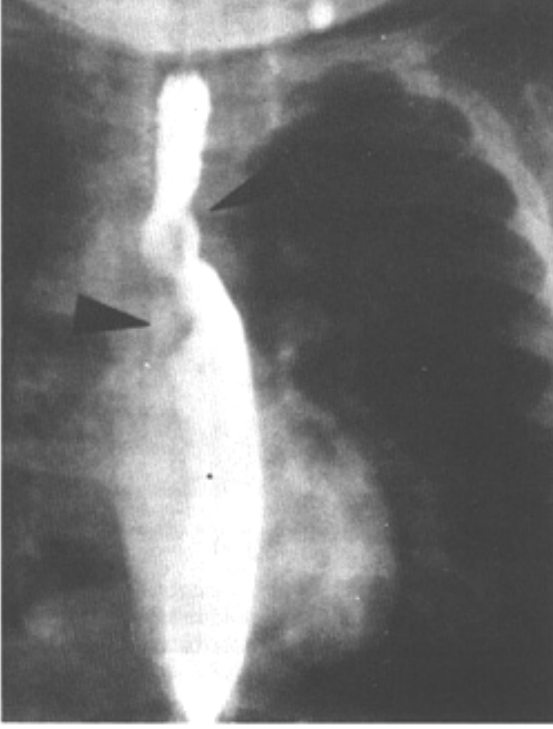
Çift arkus aorta bulunan bir olguda özofagusun iki taraflı basımın özofagografideki görüntüsü (ön-arka projeksiyon).
